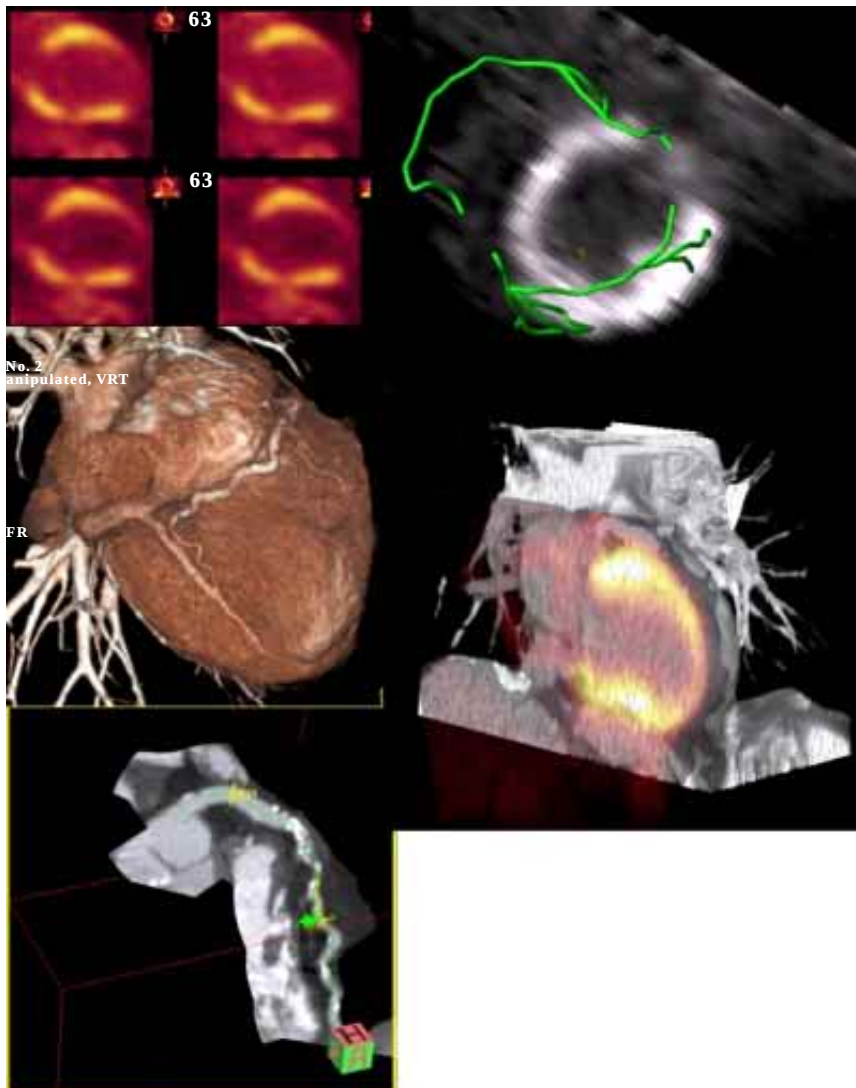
A la izquierda, arriba, cortes sagitales del ventrículo izquierdo en un estudio PET para valorar metabolismo cardíaco con FDG-F18 con una zona de ausencia de actividad metabólica en el ápex. En el medio, reconstrucción 3D a partir de un CT multicorte del corazón, con el cual se puede valorar la morfología cardíaca y de las arterias coronarias. Abajo medición del puntaje de calcio de la arteria descendente anterior por CT. A la derecha, arriba, fusión de un corte axial de un estudio PET, en donde hay un defecto del metabolismo anterolateral, con la imagen de sustracción de las arterias coronarias superpuesta sobre el estudio PET. Abajo, Fusión PET-CT en un corte sagital del ventrículo izquierdo del corazón.
